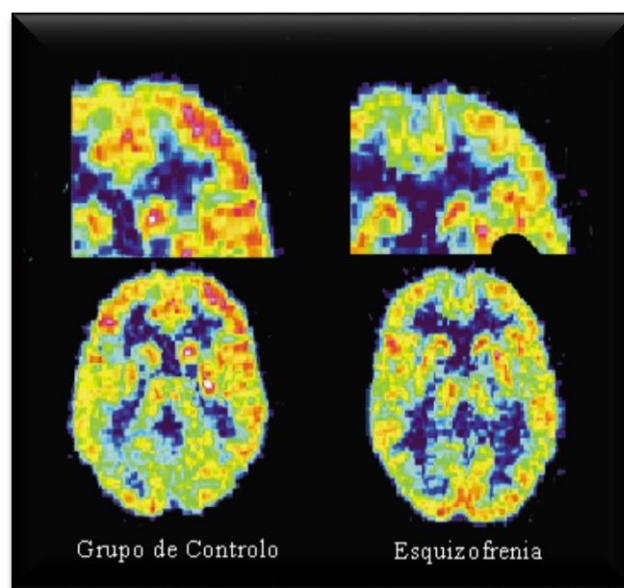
Padrão de activação do lobo frontal na esquizofrenia, através da técnica de PET. Esquerda: activação do lobo frontal num controlo saudável, com uma alta activação indicada pela cor vermelha. Direita: activação diminuída, especialmente do córtex frontal, e alargamento do sistema ventricular num paciente esquizofrénico (Mueser & McGurk, 2004).
